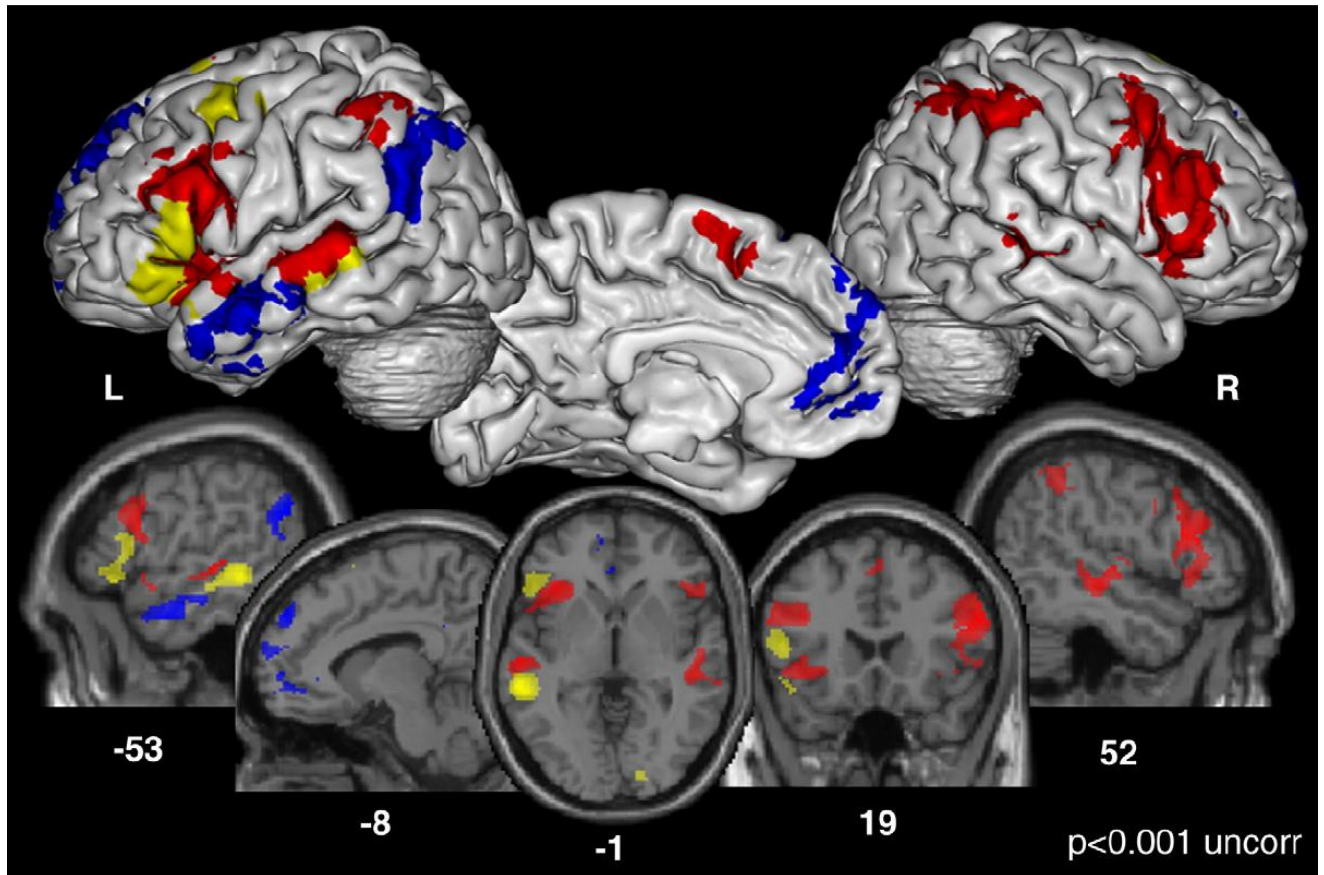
Représentation des aires cérébrales activées en IRM fonctionnel lors de tâches faisant appel à la mémoire sémantique musicale ou verbale (en rouge : régions activées lors de la tâche musicale , en bleu : régions activées lors de la tâche verbale et en jaune : régions activées par les deux tâches). D'après M. Groussard (31)
